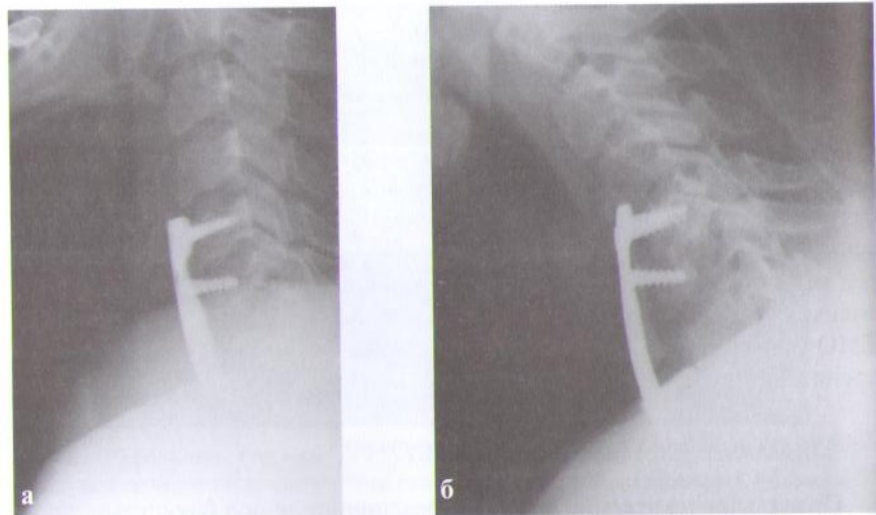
Спондилограммы и МРТ больного, оперированного после травмы шейного отдела позвоночника. Неправильно установленная фиксирующая пластина (а) привела к миграции винтов и всей конструкции с образованием свища пищевода и формированием паравертебрального абсцесса (б, в).
